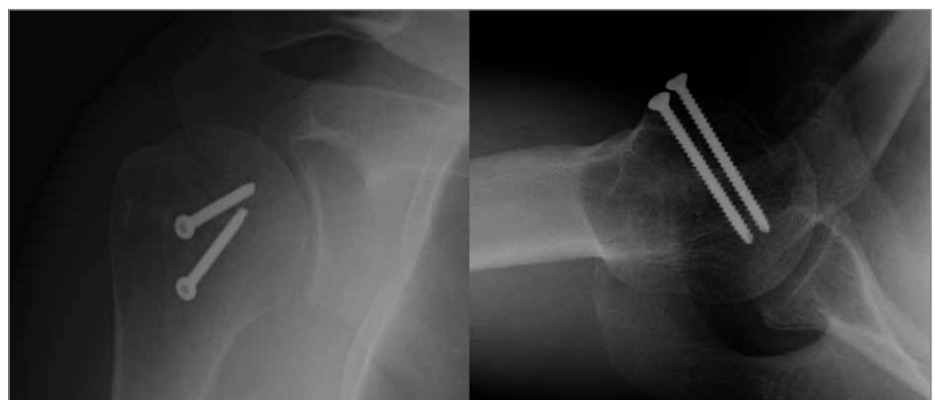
Postoperative Röntgenkontrolle nach 43 Monaten
